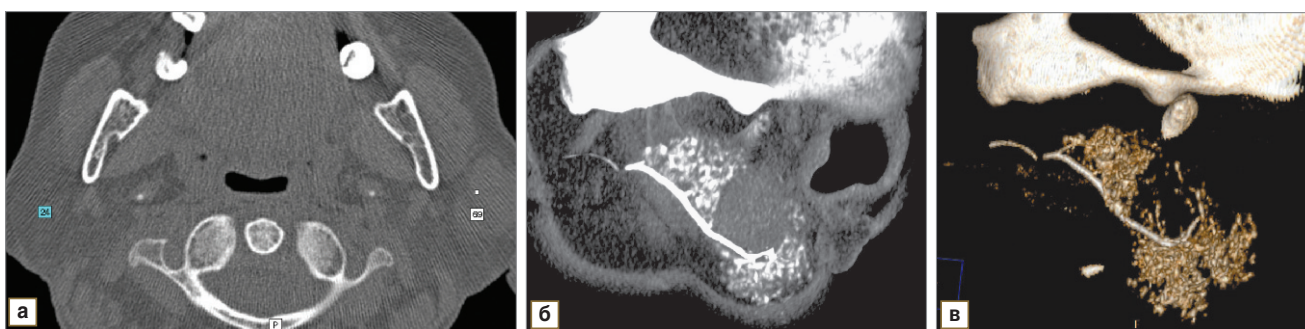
Мультисрезовые компьютерные томограммы: а — нативное исследование, аксиальный срез; б — сialogрамма, сагиттальная плоскость; в — сialogрамма, 3D-реконструкция, на которых в паренхиме левой ОУСЖ определяется плеоморфная аденома в виде мягкотканного образования (плотностью до +69 ед. Н) с четким контуром, после контрастирования протоковой системы отмечаются оттеснение и деформация протоков, истончение паренхимы на уровне аденомы
